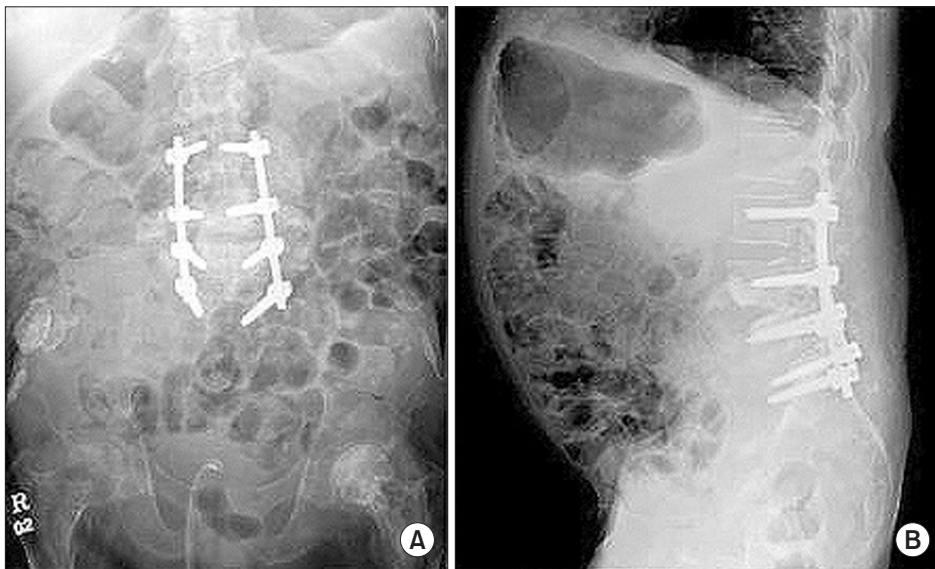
L4 lamina and transverse process were resected, and a pedicle screw instrumented posterolateral spinal fusion was performed from L3 to S1. (A) Anteroposterior radiograph on lumbar spine and (B) lateral radiograph on lumbar spine.
